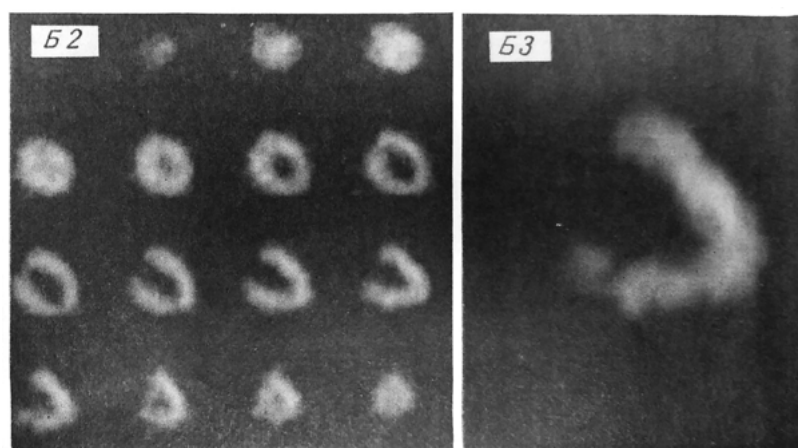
ОЭКТ сердца с  $^{201}\text{Tl}$  здорового человека, полученная на эмиссионном томографе CGR GAMMATOME T 9000 с системой обработки IMAC (В.Б. Сергиенко, Д.Д. Щербаткин, А.П. Борисенко, 1985) [40]
